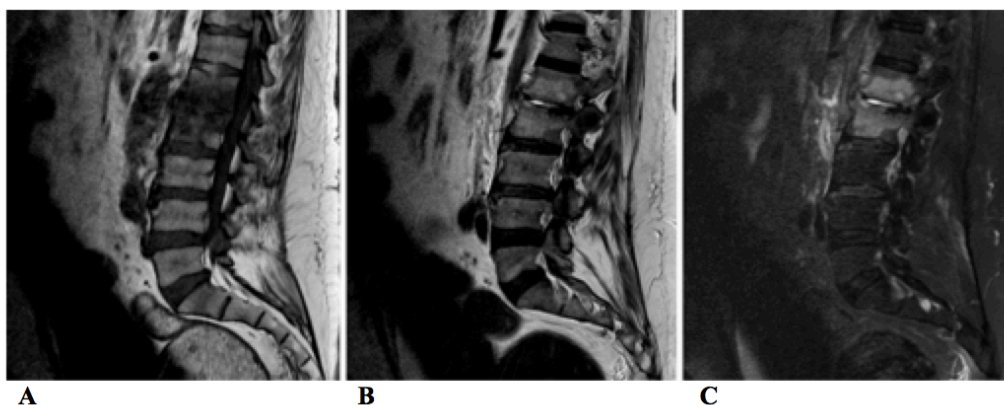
Masculino, 67 anos, diagnóstico de espondilodiscite piogênica. A: RM, plano sagital, sequência T1. B: RM, plano sagital, sequência T2. C: RM, plano sagital, sequência T2 com supressão de gordura. A/B/C: alteração de sinal dos corpos vertebrais de L1 e L2 (hipossinal em T1 e hipersinal em T2), associado a áreas de erosão óssea nos platôs apostos, através das quais, existe insinuação de conteúdo liquefeito.
